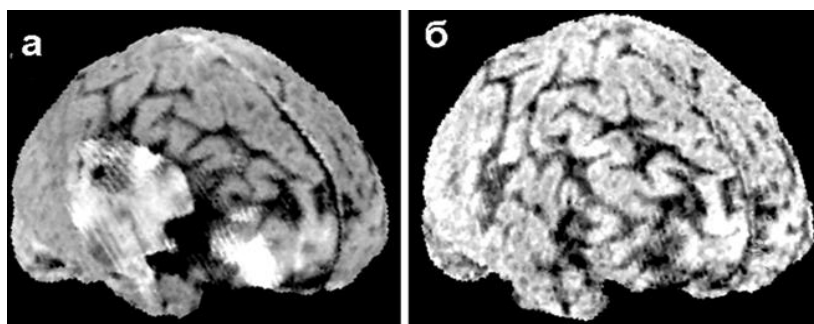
Пострадавший 49 лет. Тяжелая черепно-мозговая травма с формированием множественных очагов ушиба в правом полушарии. Состояние после декомпрессивной трепанации слева, произведенной по месту первичной госпитализации. КТ динамика;
